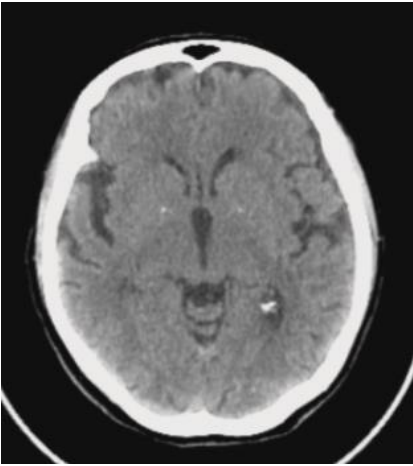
Tomografía de cráneo con cambios atróficos cerebrales.
